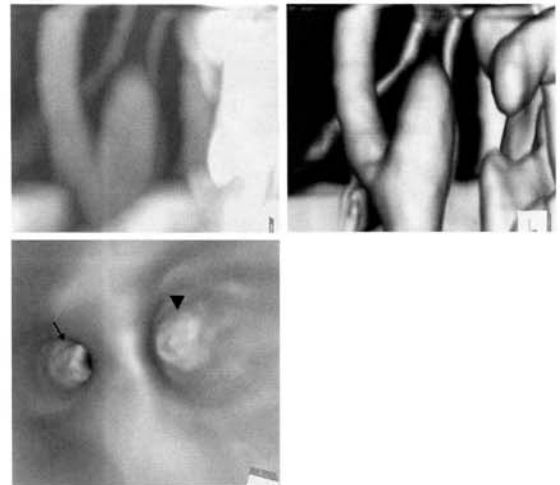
左頸部内頸動脈閉塞例の三次元造影 CT 画像 MIP 画像 (左上)、VR 画像 (右上) および仮想内視鏡 (VE) 画像 (下)
